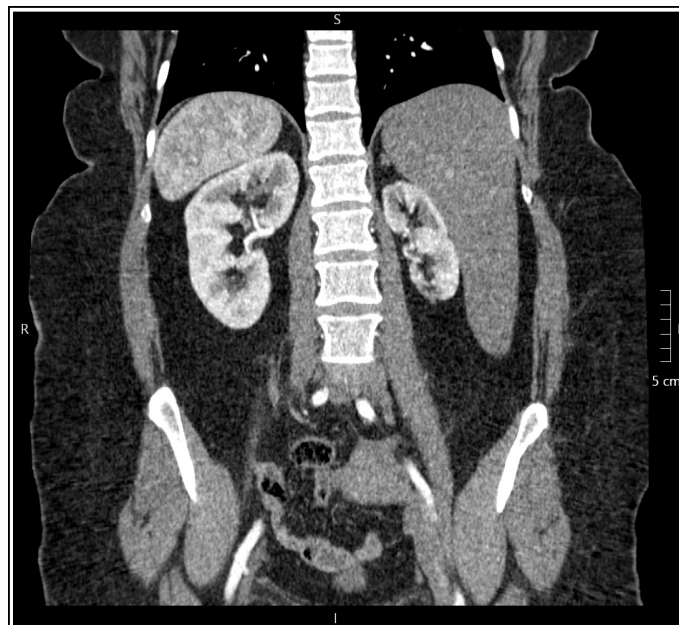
Данные МСКТ во фронтальной плоскости
